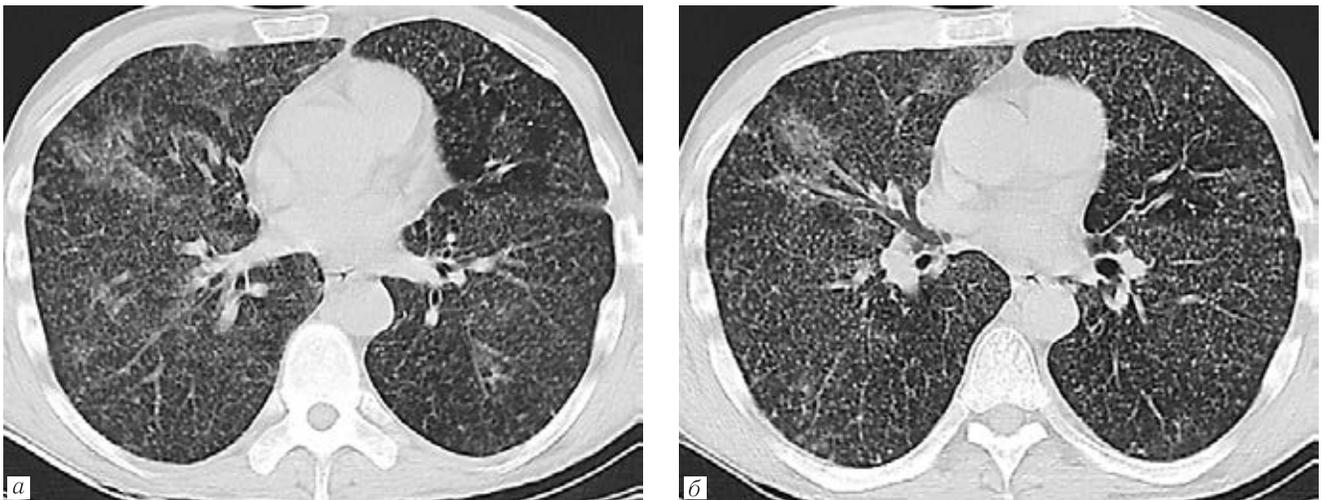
МСКТ ОГК больного А., 47 лет. Диагноз: ВИЧ-инфекция, 4В стадия, COVID-19, через 5 дней от начала заболевания, участки «матового стекла» (стрелки), тотальный диссеминированный туберкулез легких (а, б)
